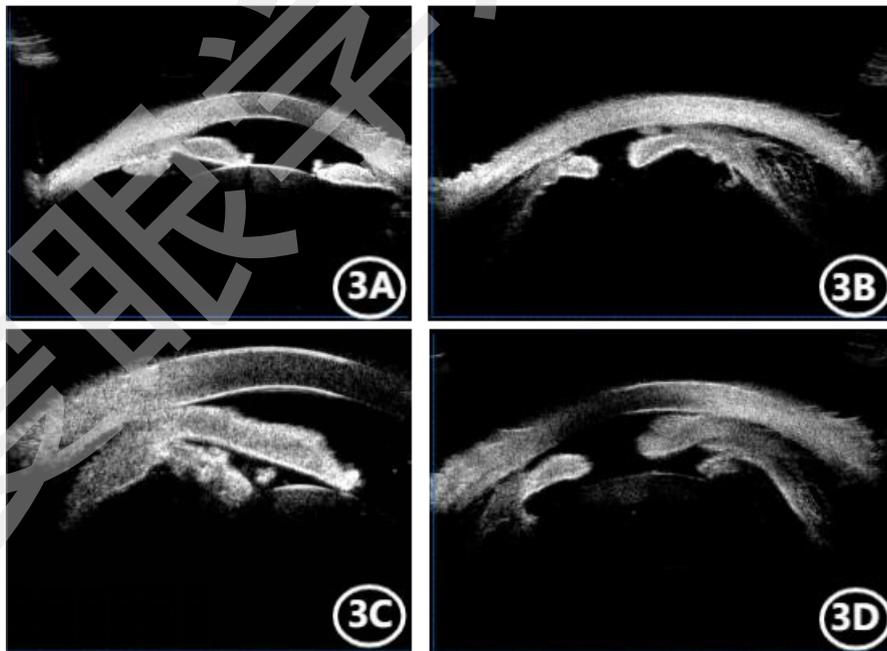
先天性小角膜伴视网膜脱离患者首诊超声生物显微镜（UBM）检查 3A 示右眼，虹膜形态异常，房角狭窄；3B、3C、3D 示左眼，虹膜形态异常，全周睫状体分离，3B 示 6 点位未探及晶状体信号。
